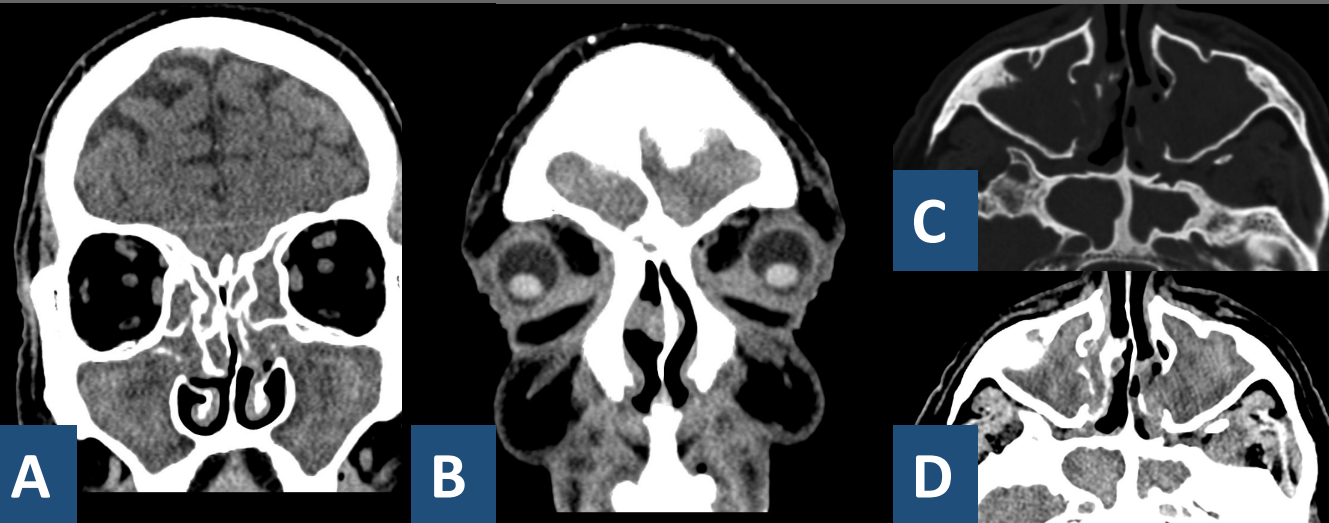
Las imágenes A y B muestran cortes coronales de un TC de cráneo y macizo facial sin contraste, y las imágenes C y D muestran cortes axiales del mismo (C en ventana ósea)
